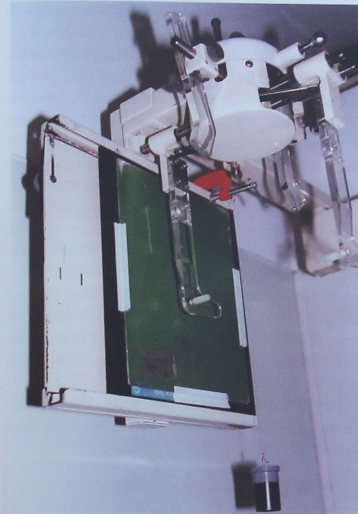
A. Plomada ideada por los autores para realizar este trabajo. La prensa "C" se ajusta atornillándola al sostenedor del chasis aprox. a 8 cm. de su borde superior derecho. El cefalostato con chasis de 24 x 30 cm.: en posición vertical con la prensa "C" (roja) sosteniendo la plomada (gris) visto desde abajo y orientado para telerradiografías del perfil derecho hacia el tubo.
